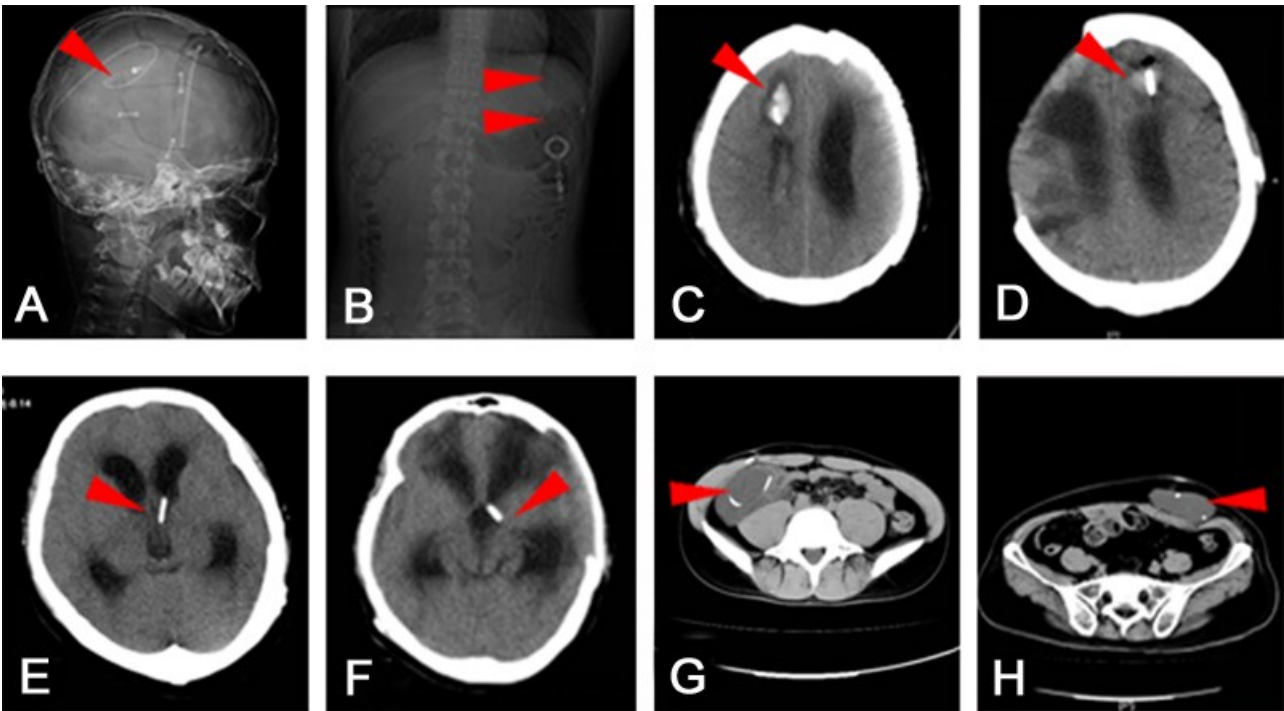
CT 及 X 线检查辅助诊断脑室-腹腔分流术后并发症
